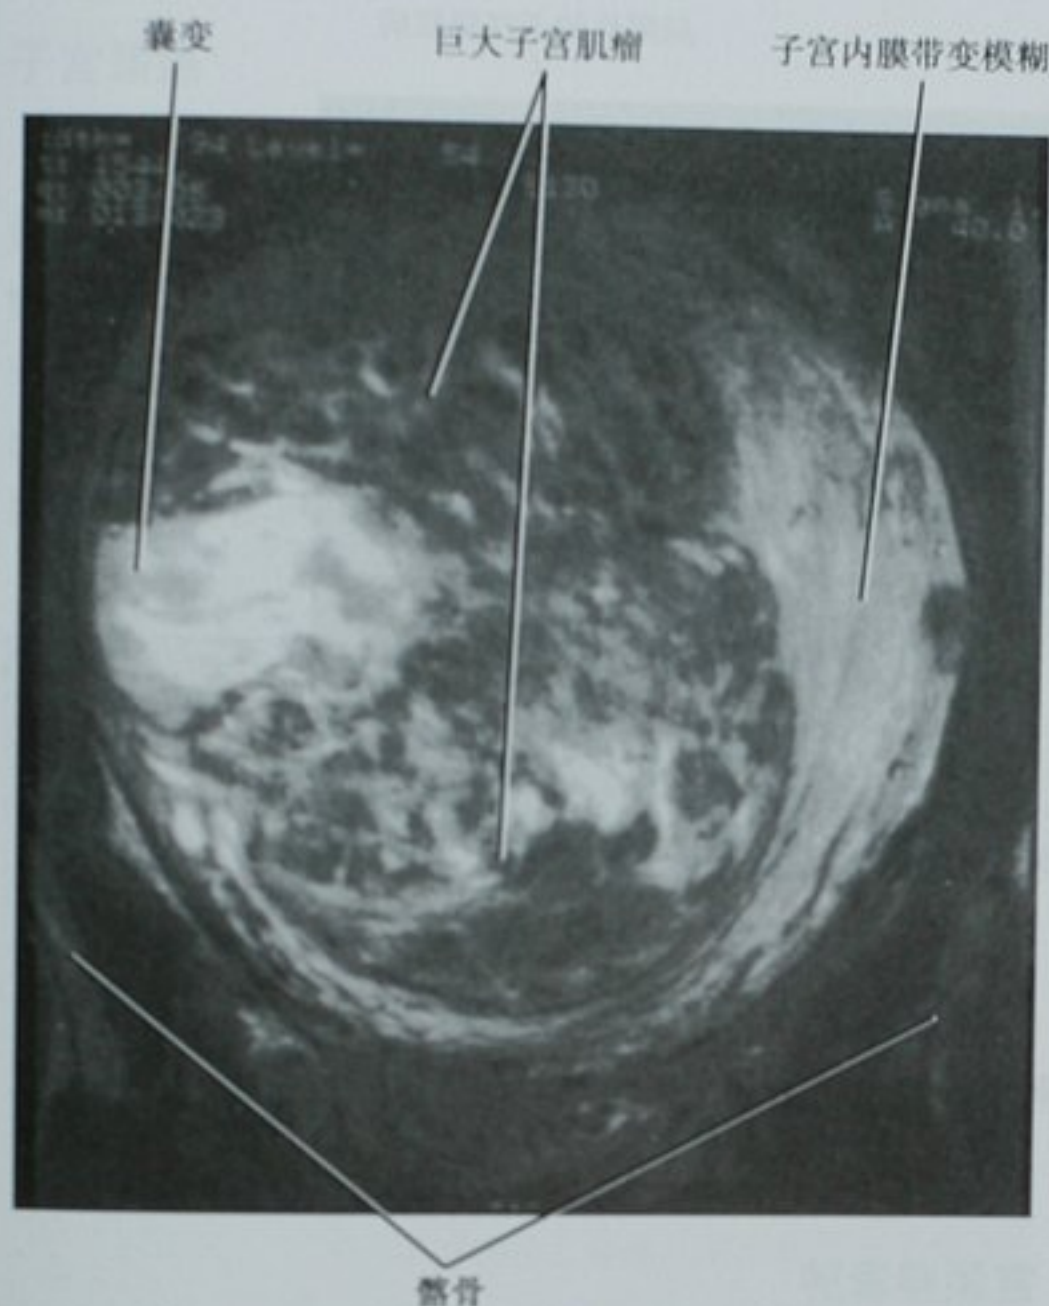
盆腔冠状面 T2 加权 MRI 图像显示起源于子宫壁的一个直径 20cm 不均匀信号的肿块。高信号区域囊变。切除前考虑可能是肉瘤,但是没有发现恶性组织
